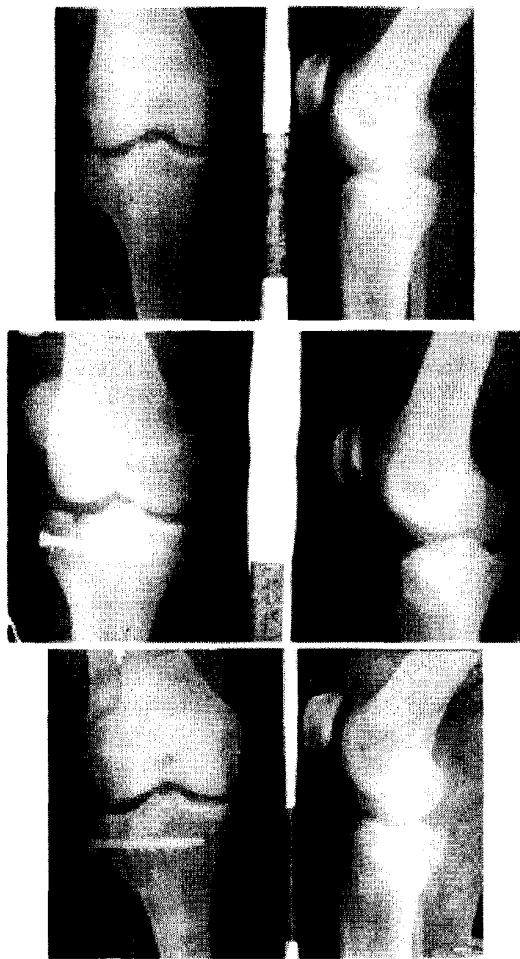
Рентгенограми хворого У.: А – при поступленні; Б – після остеосинтезу канюльованим гвинтом; В – через 2 місяці після операції.
